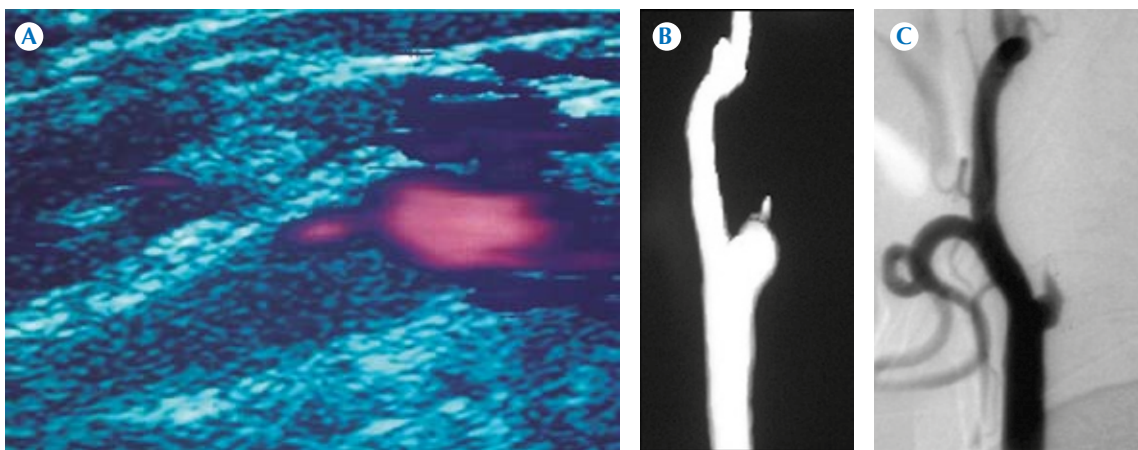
A) Patrón de disección en punta de lápiz observado con ultrasonido Doppler color. B) Angiotomografía. C) Angiografía con sustracción digital.
